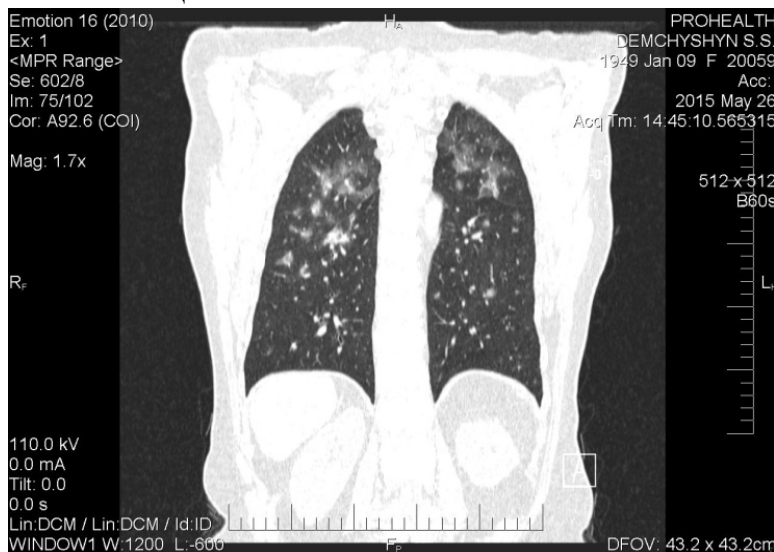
Комп'ютерна томографія пацієнтки С
